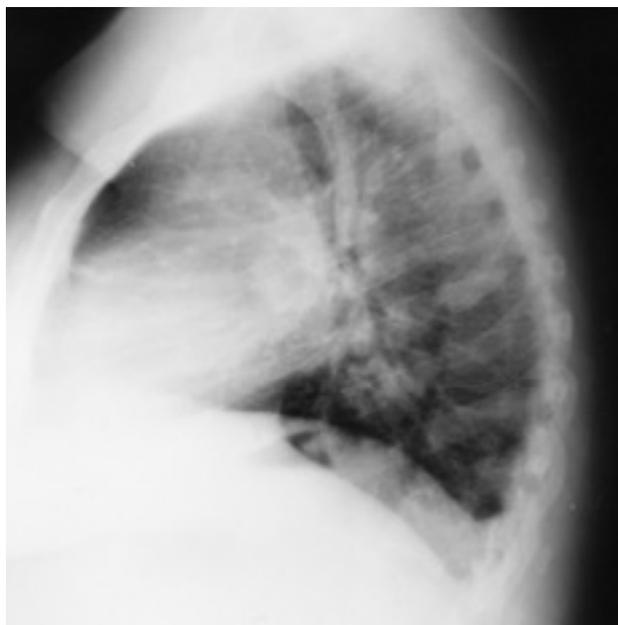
La radiografía realizada 24 h después del ingreso de la paciente no demuestra alteraciones.
